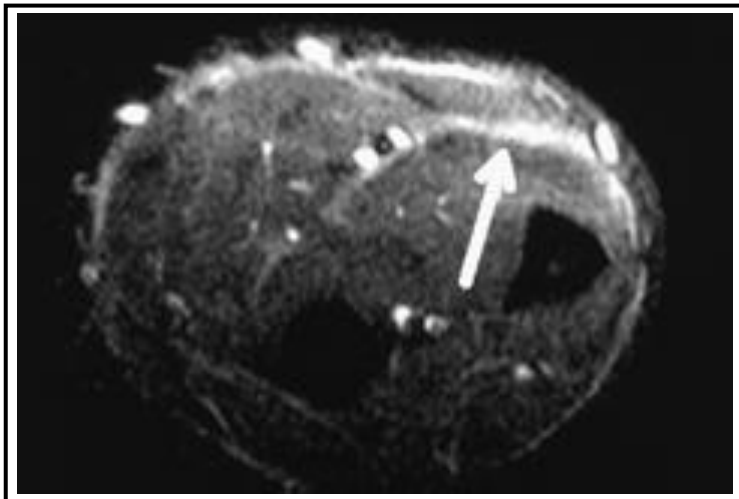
Imagen en el plano axial en secuencia T2, se observa un engrosamiento y aumento de señal de resonancia de la fascia muscular superficial y profunda (flecha)⁴⁷
